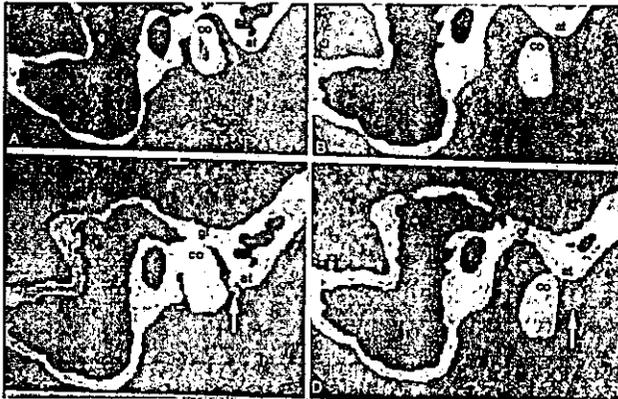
TC. de cóndilo en una vista sagital con las posiciones de apertura y cierre.
